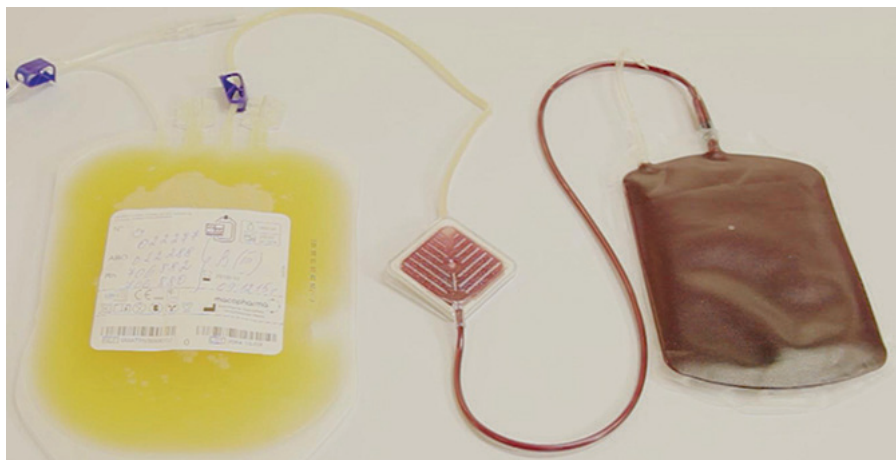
Разделенный пул ЛТС: КТ и остаточные эритроциты
